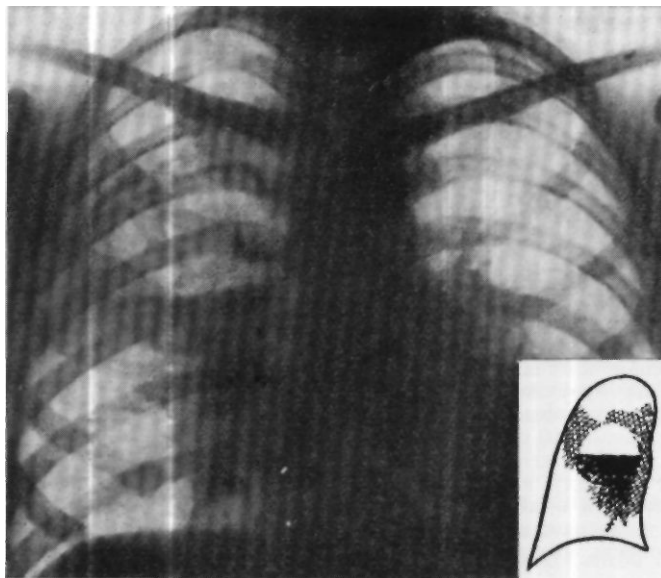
Рентгенограмма больного Г-ва. Верхняя доля правого легкого однородно интенсивно затемнена. На фоне затемнения видна полость диаметром 7 см с горизонтальным уровнем жидкости.
